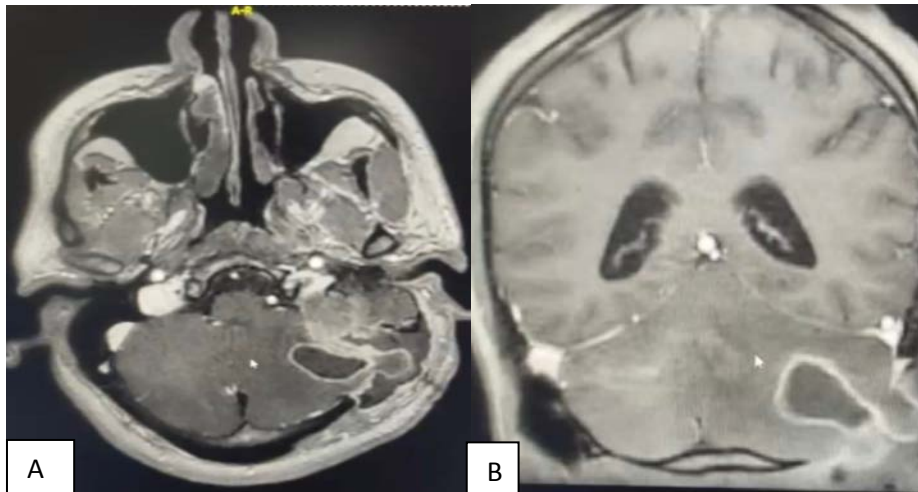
IRM cérébrale en séquence T1 (A): coupe axiale, (B) : coupe coronale , après injection de gadolinium montrant un empyème de l'angle ponto-cérébelleux gauche.
